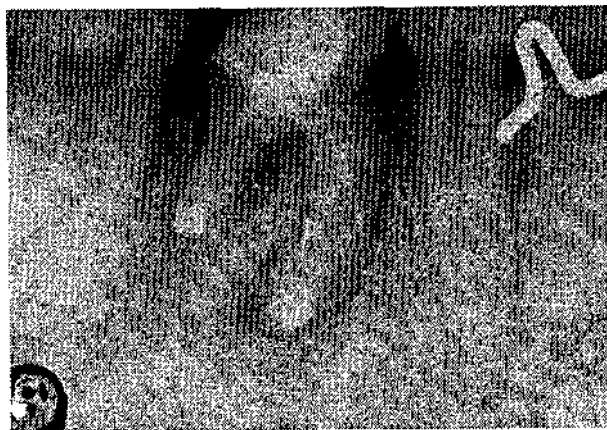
Рентгенограмма больной К., 32 года, диагноз: хронический грануломатозный периодонтит 46. После операции.
